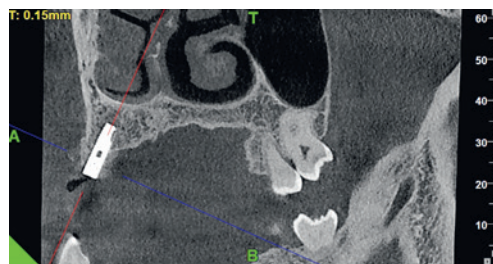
Сагиттальный срез на КТ пациента А. через 3 месяца после установки имплантата.
